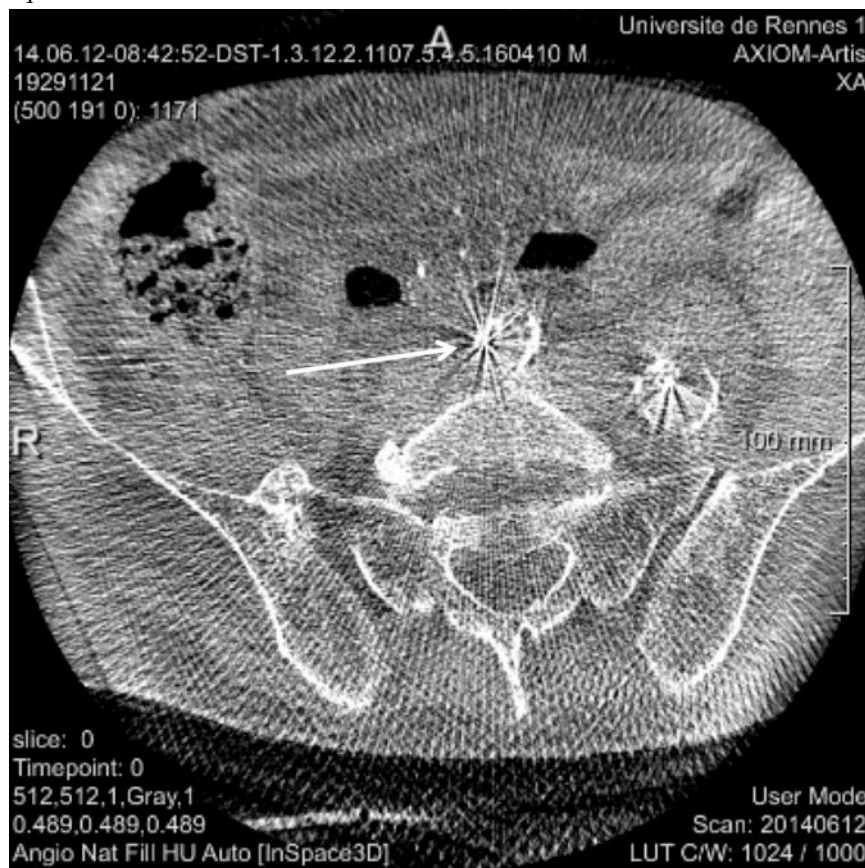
Image CBCT peropératoire avec présence d'un guide rigide (flèche blanche) générant des artefacts en plus du bruit lié à la nature CBCT des images
